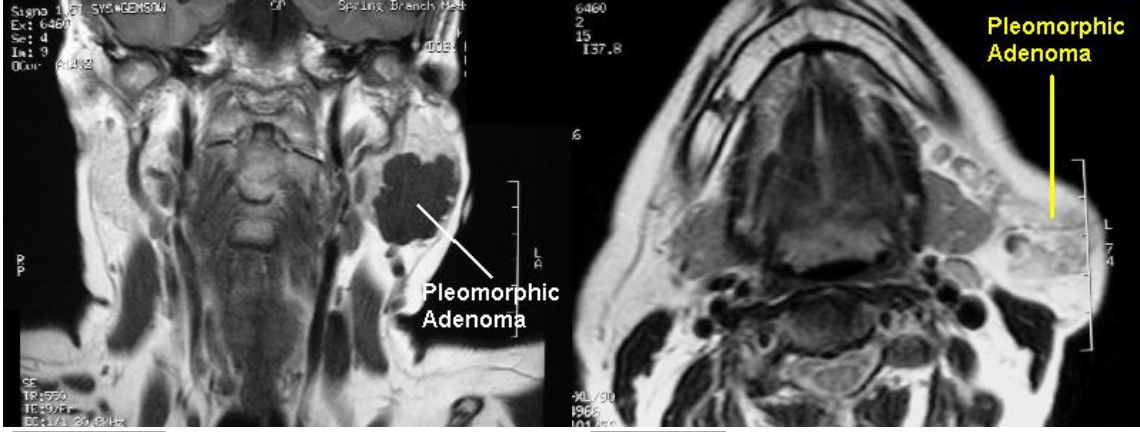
Parotis bezinde pleomorfik adenomun BT görüntüsü
